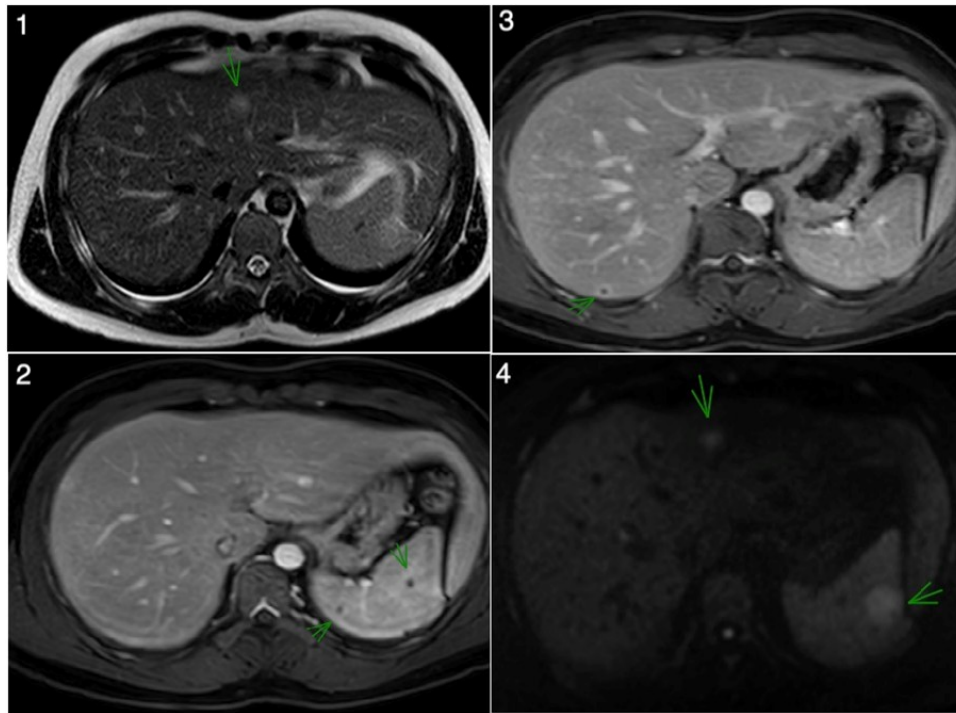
Imágenes de Resonancia Magnética Nuclear (RMN) abdominal que muestra diversas LOEs hepato-esplénicas, hiperintensas en T2 (1), hipointensas en secuencias potenciadas en T1 con realce periférico (2, 3) y restricción de la difusión (4), apreciando centro puntiforme sin realce.
